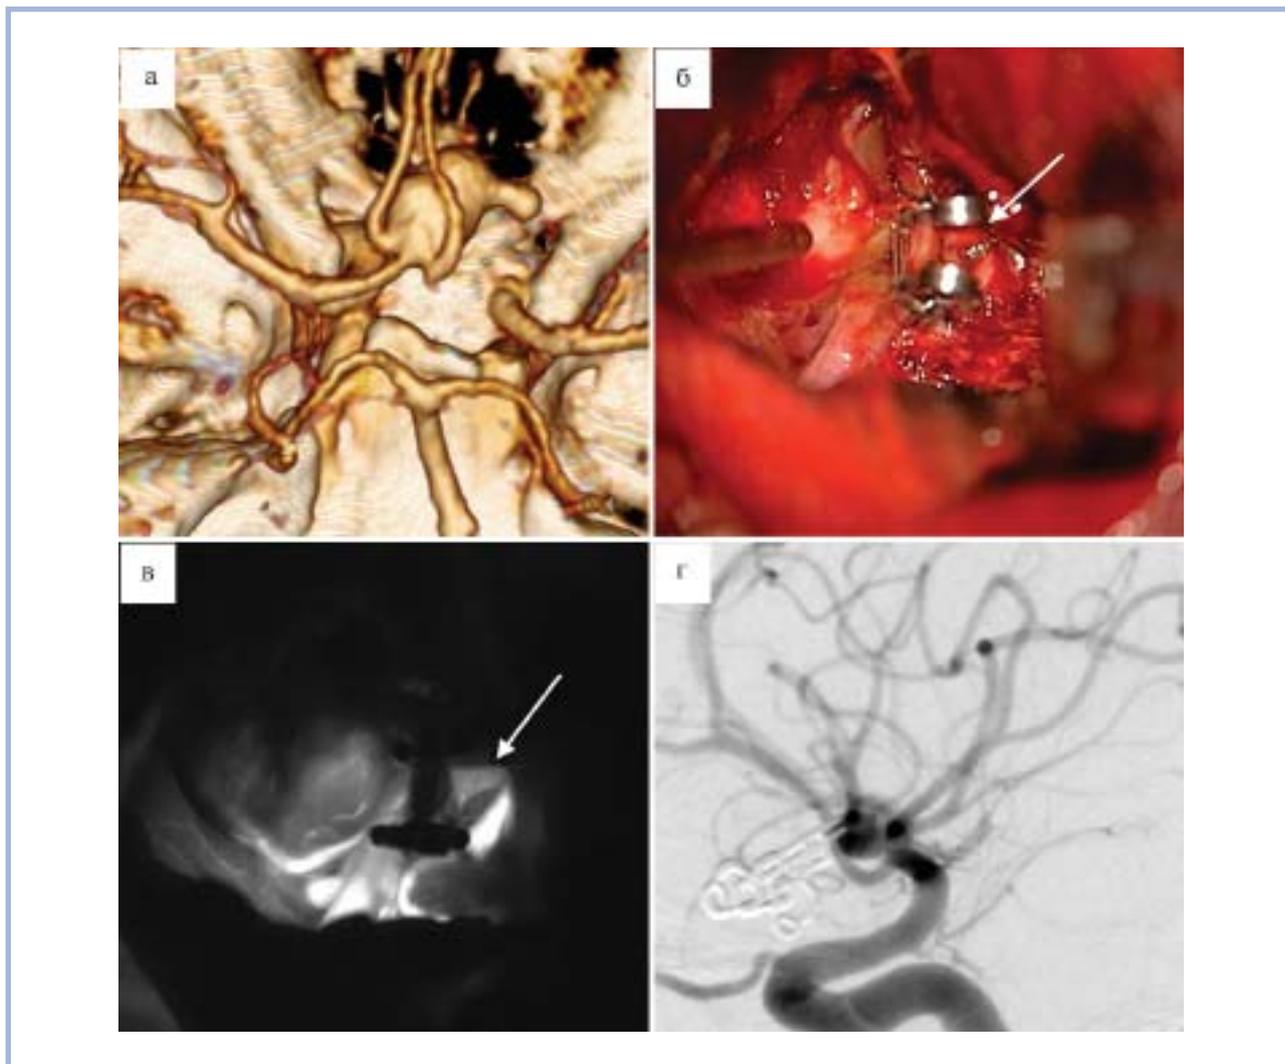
СКТ-ангиография больной Э. (№2)
